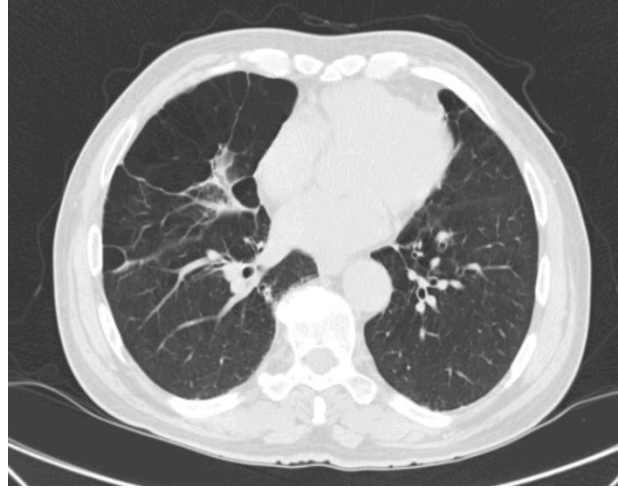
Tomografia computadorizada torácica realizada em 2016.
